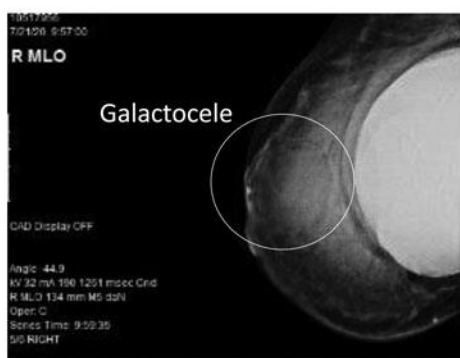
Mamografía que muestra el galactocele adyacente al complejo areal del pezón y ecografía que muestra la septación dentro del galactocele.
